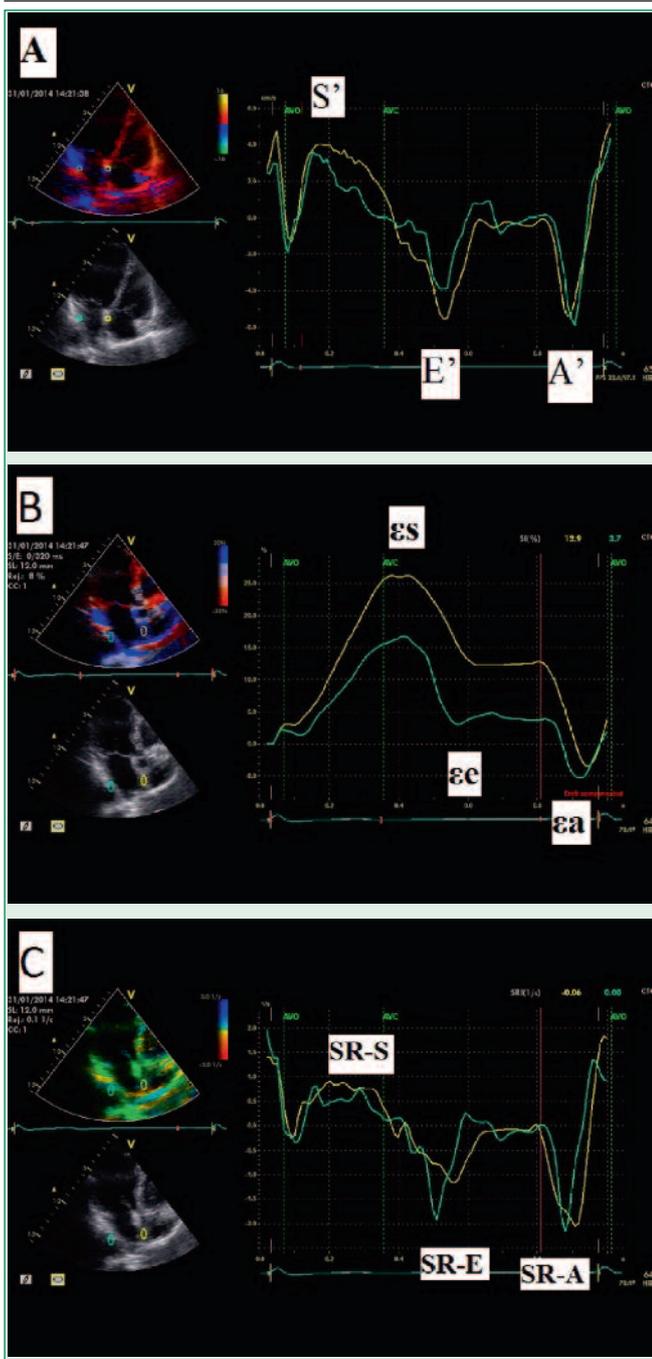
The work of the myocardium of the left atrium, reflected by color Doppler mapping. Trial volumes are placed on the interatrial septum and the lateral wall of the left atrium.
